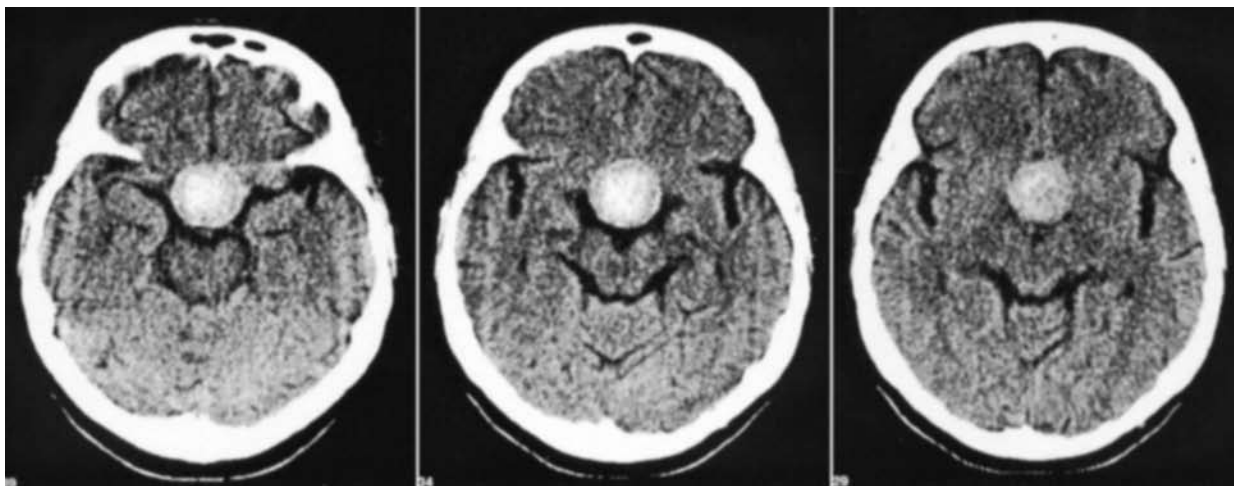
КТ хворої К., 29 років, проведена без контрастування на 2-гу добу після гострого початку головного болю, пригнічення свідомості, зниження гостроти зору на обидва ока. Формування сферичної різко гіперденсивної ендосупраселлярної гематоми.
